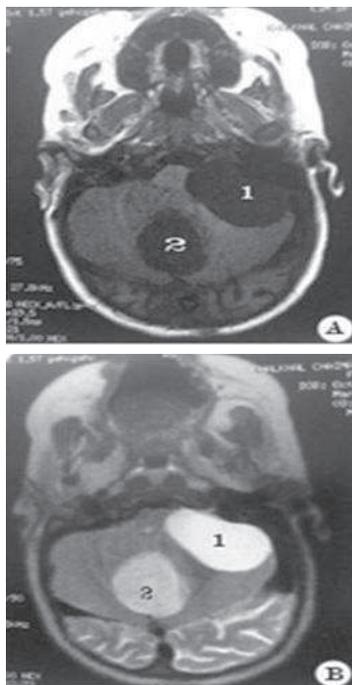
IRM cérébrale en coupe axiale réalisée en mode T1 (a) et T2 (b) : Un kyste arachnoïdien de la région ponto-cérébelleuse gauche⁽¹⁾ apparu en hyposignal en T1 (a) et en hyper signal en T2 (b) et un kyste dermoïde vermien⁽²⁾ en hypo signal en T1 (a) et légèrement en hyper signal en T2 (b).
